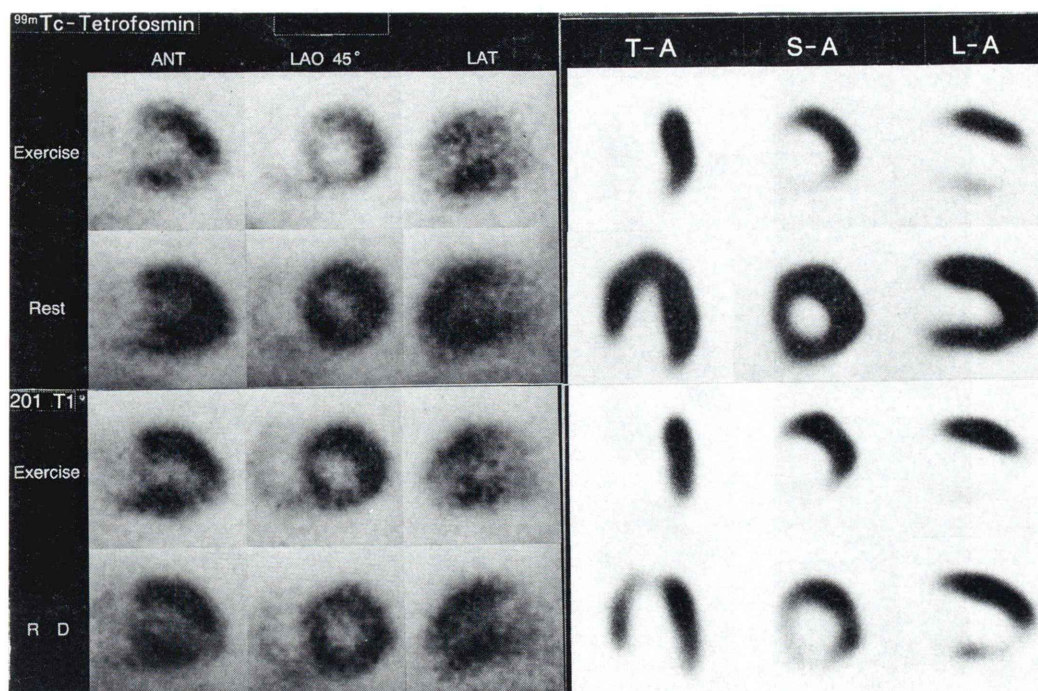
^{99m}Tc -Tetrofosmin and ^{201}Tl planar images (left) and SPECT images (right) at exercise and rest in a patient with effort angina pectoris.
